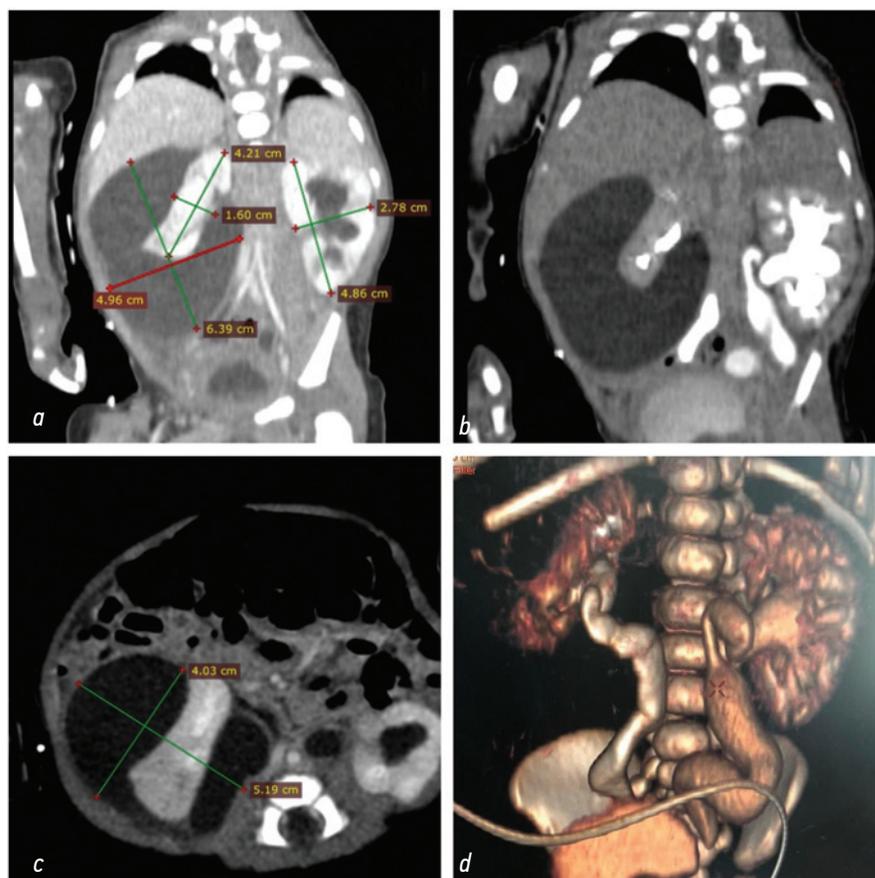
Компьютерная томография: *a* — визуализируется уринома с поджатой правой почкой; *b* — экскреторная фаза, визуализируется расширение чашечно-лоханочной системы и мочеточников с двух сторон; *c* — аксиальный срез; *d* — 3D-реконструкция мочевых путей
